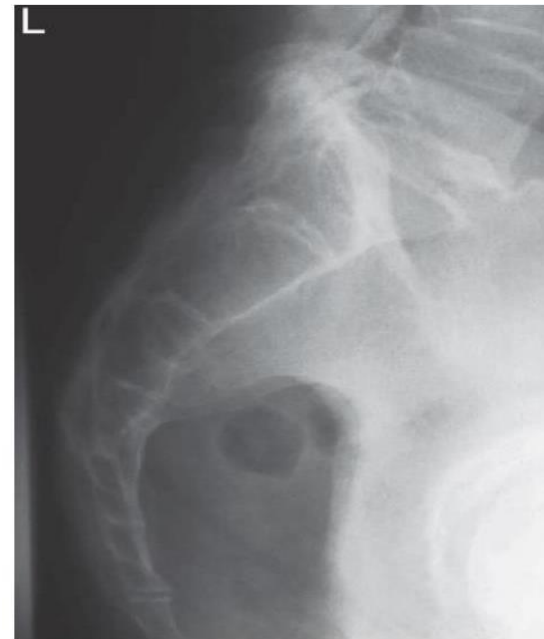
Lateral radiograph.
